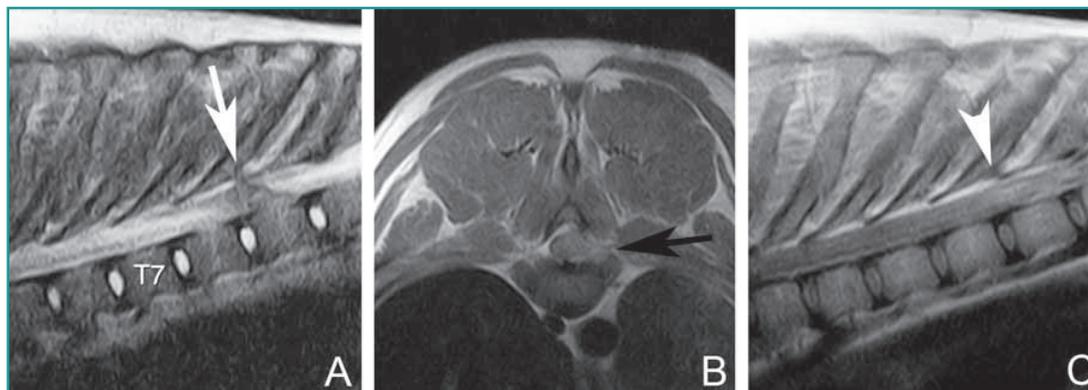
Immagini RM del rachide toracico pesate in T2 sul piano sagittale (A) e pesate in T1 postcontrasto sul piano trasverso (B) e sagittale (C). Spiegazioni nel testo.
